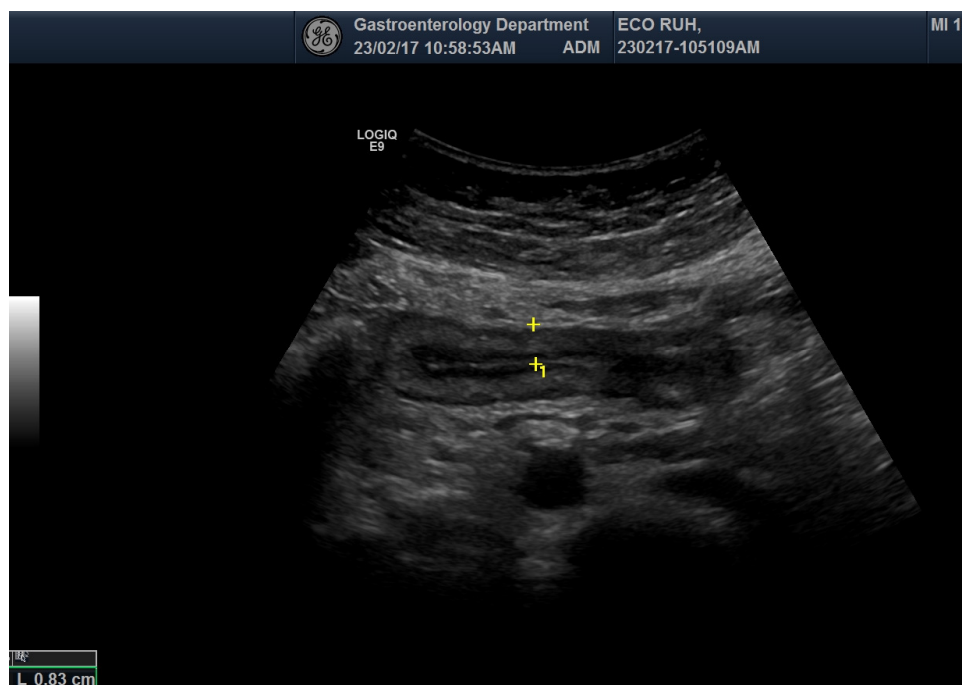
Colită ulcerativă. Ecografie transabdominală – colon descendent cu perete îngroșat.
